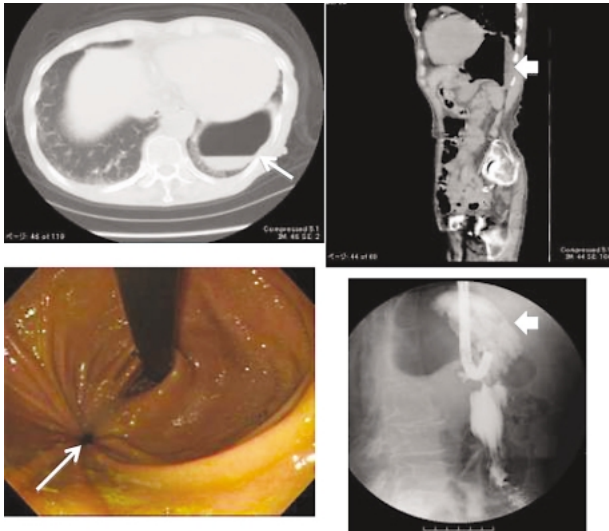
左横隔膜ヘルニア(胃嵌頓) 79歳女性 造影CT(含矢状断像)、内視鏡像、内視鏡下造影:当初、CTでは胃の捻転が疑われたが、内視鏡と造影検査を行い本症と診断された。この症例は併存疾患が多く、待機的に手術する方針とした。しかし、待機中に胃の一部が壊死になり穿孔したため結局緊急手術となった。術後管理は長期に及んだ。
